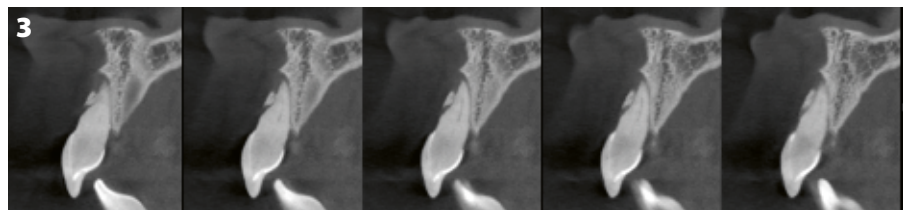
Tomografía computarizada de haz cónico del diente N.º 21, que muestra la fractura vestibular y la extrusión del lecho.
